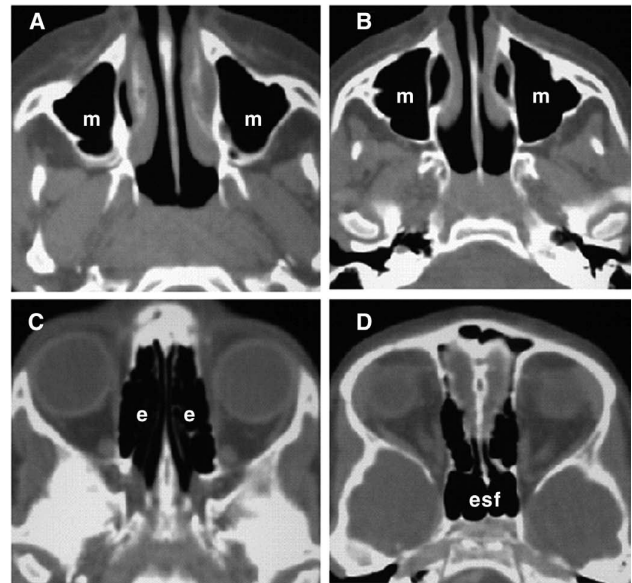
Cortes axiais de tomografia computadorizada. A e B são os cortes para os seios maxilares (m); C e D são cortes do crânio e incluem os seios etmoidais (e), frontais (f) e esfenoidais (esf).
